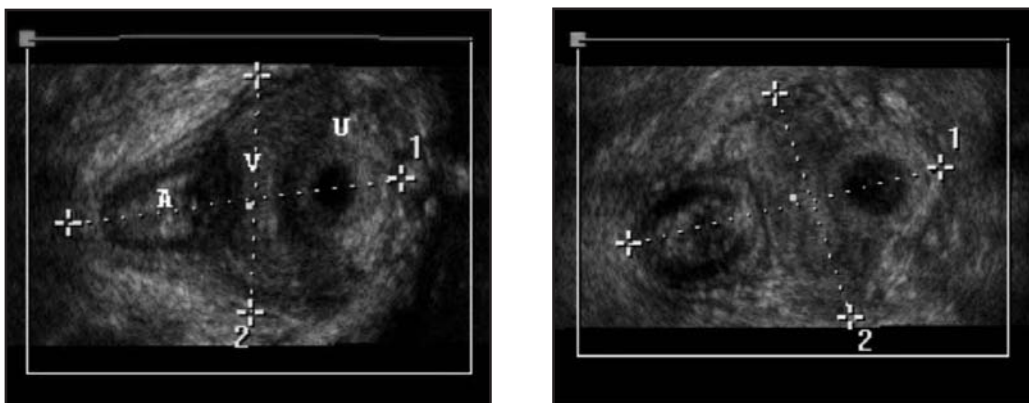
mediante ecografía 3D, pueden medirse las dimensiones del hiato del elevador, así como el cálculo del área del mismo. En las imágenes se observa la medida de 2 diámetros, pudiendo hacer también el cálculo del área mediante la delimitación manual del mismo
